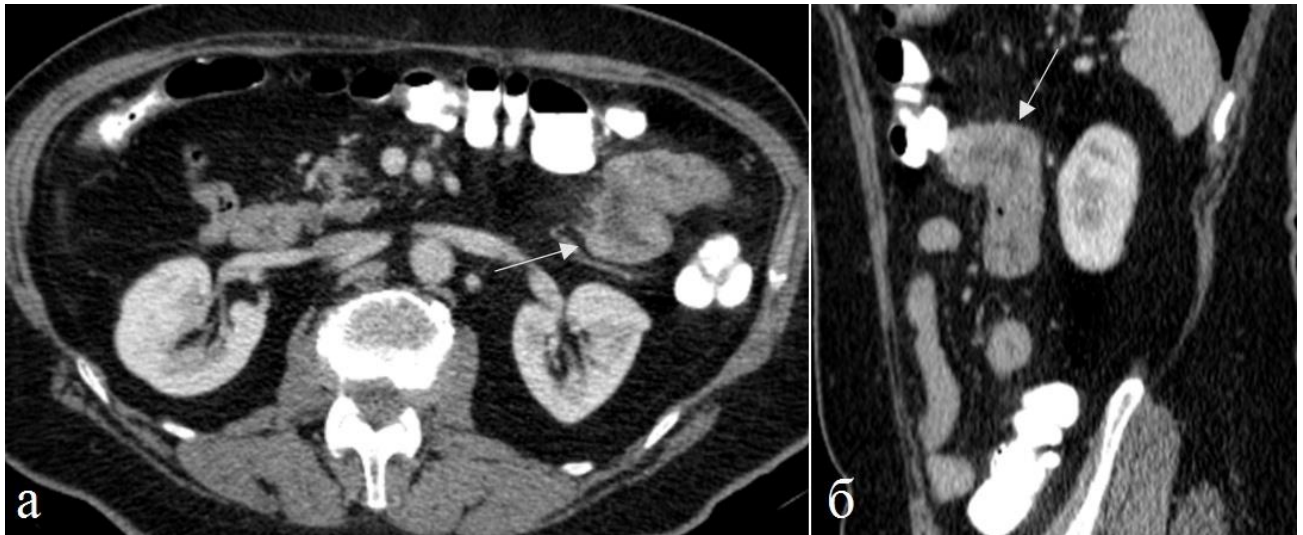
Больная 68 лет. Рак тощей кишки. Паренхиматозная фаза КУ. а) Аксиальная томограмма, б) сагиттальная реконструкция. Стенка тощей кишки сегментарно утолщена. Просвет кишки неравномерно сужен. КУ стенки трансмуральное (стрелка). Уплотнение прилежащей части брыжейки за счет десмопластической реакции.
